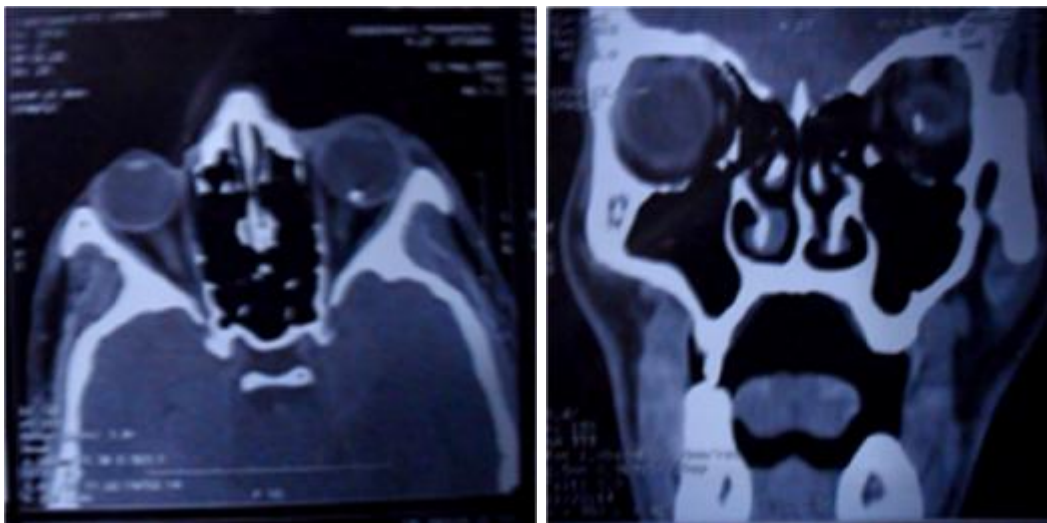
TDM cranio-orbitaire en coupe axiale et sagittale montrants un CEIO profond [service de radiologie. Hôpital 20Aout]
